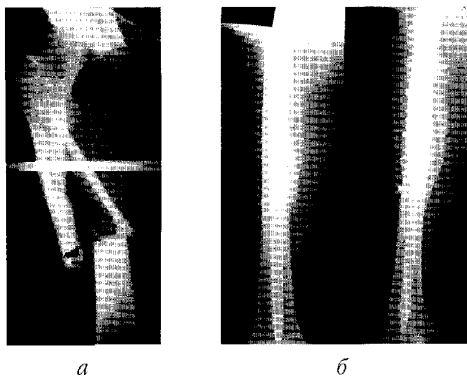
Рентгенограми хв-го Н.
